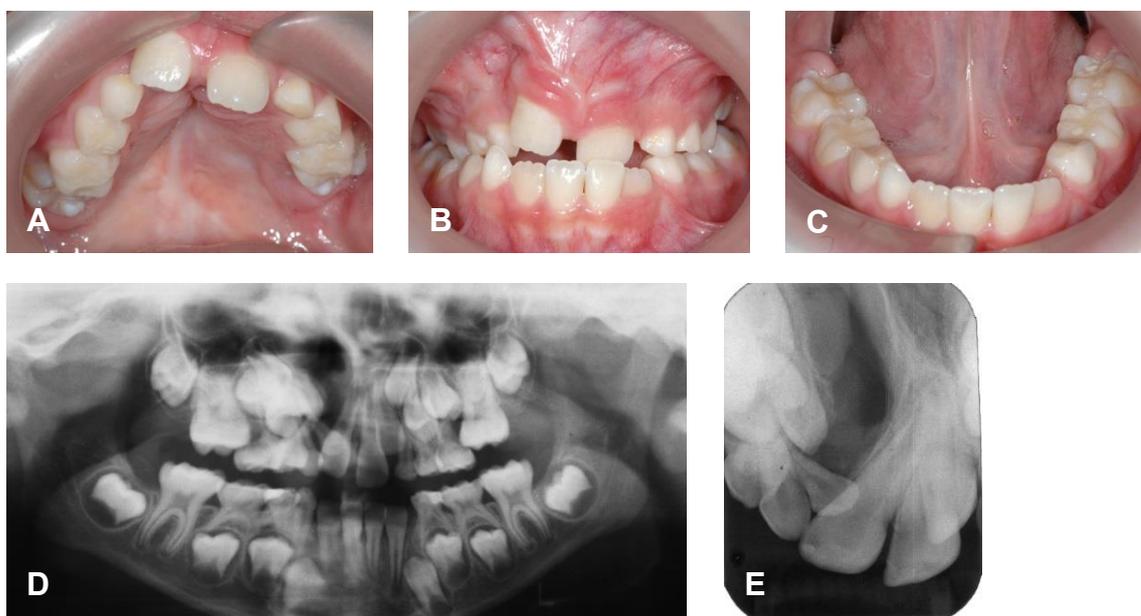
(A-E): Fotos iniciais intrabucais e radiografia Panorâmica e periapical iniciais, no 1º Período Transitório da Dentadura Mista.
